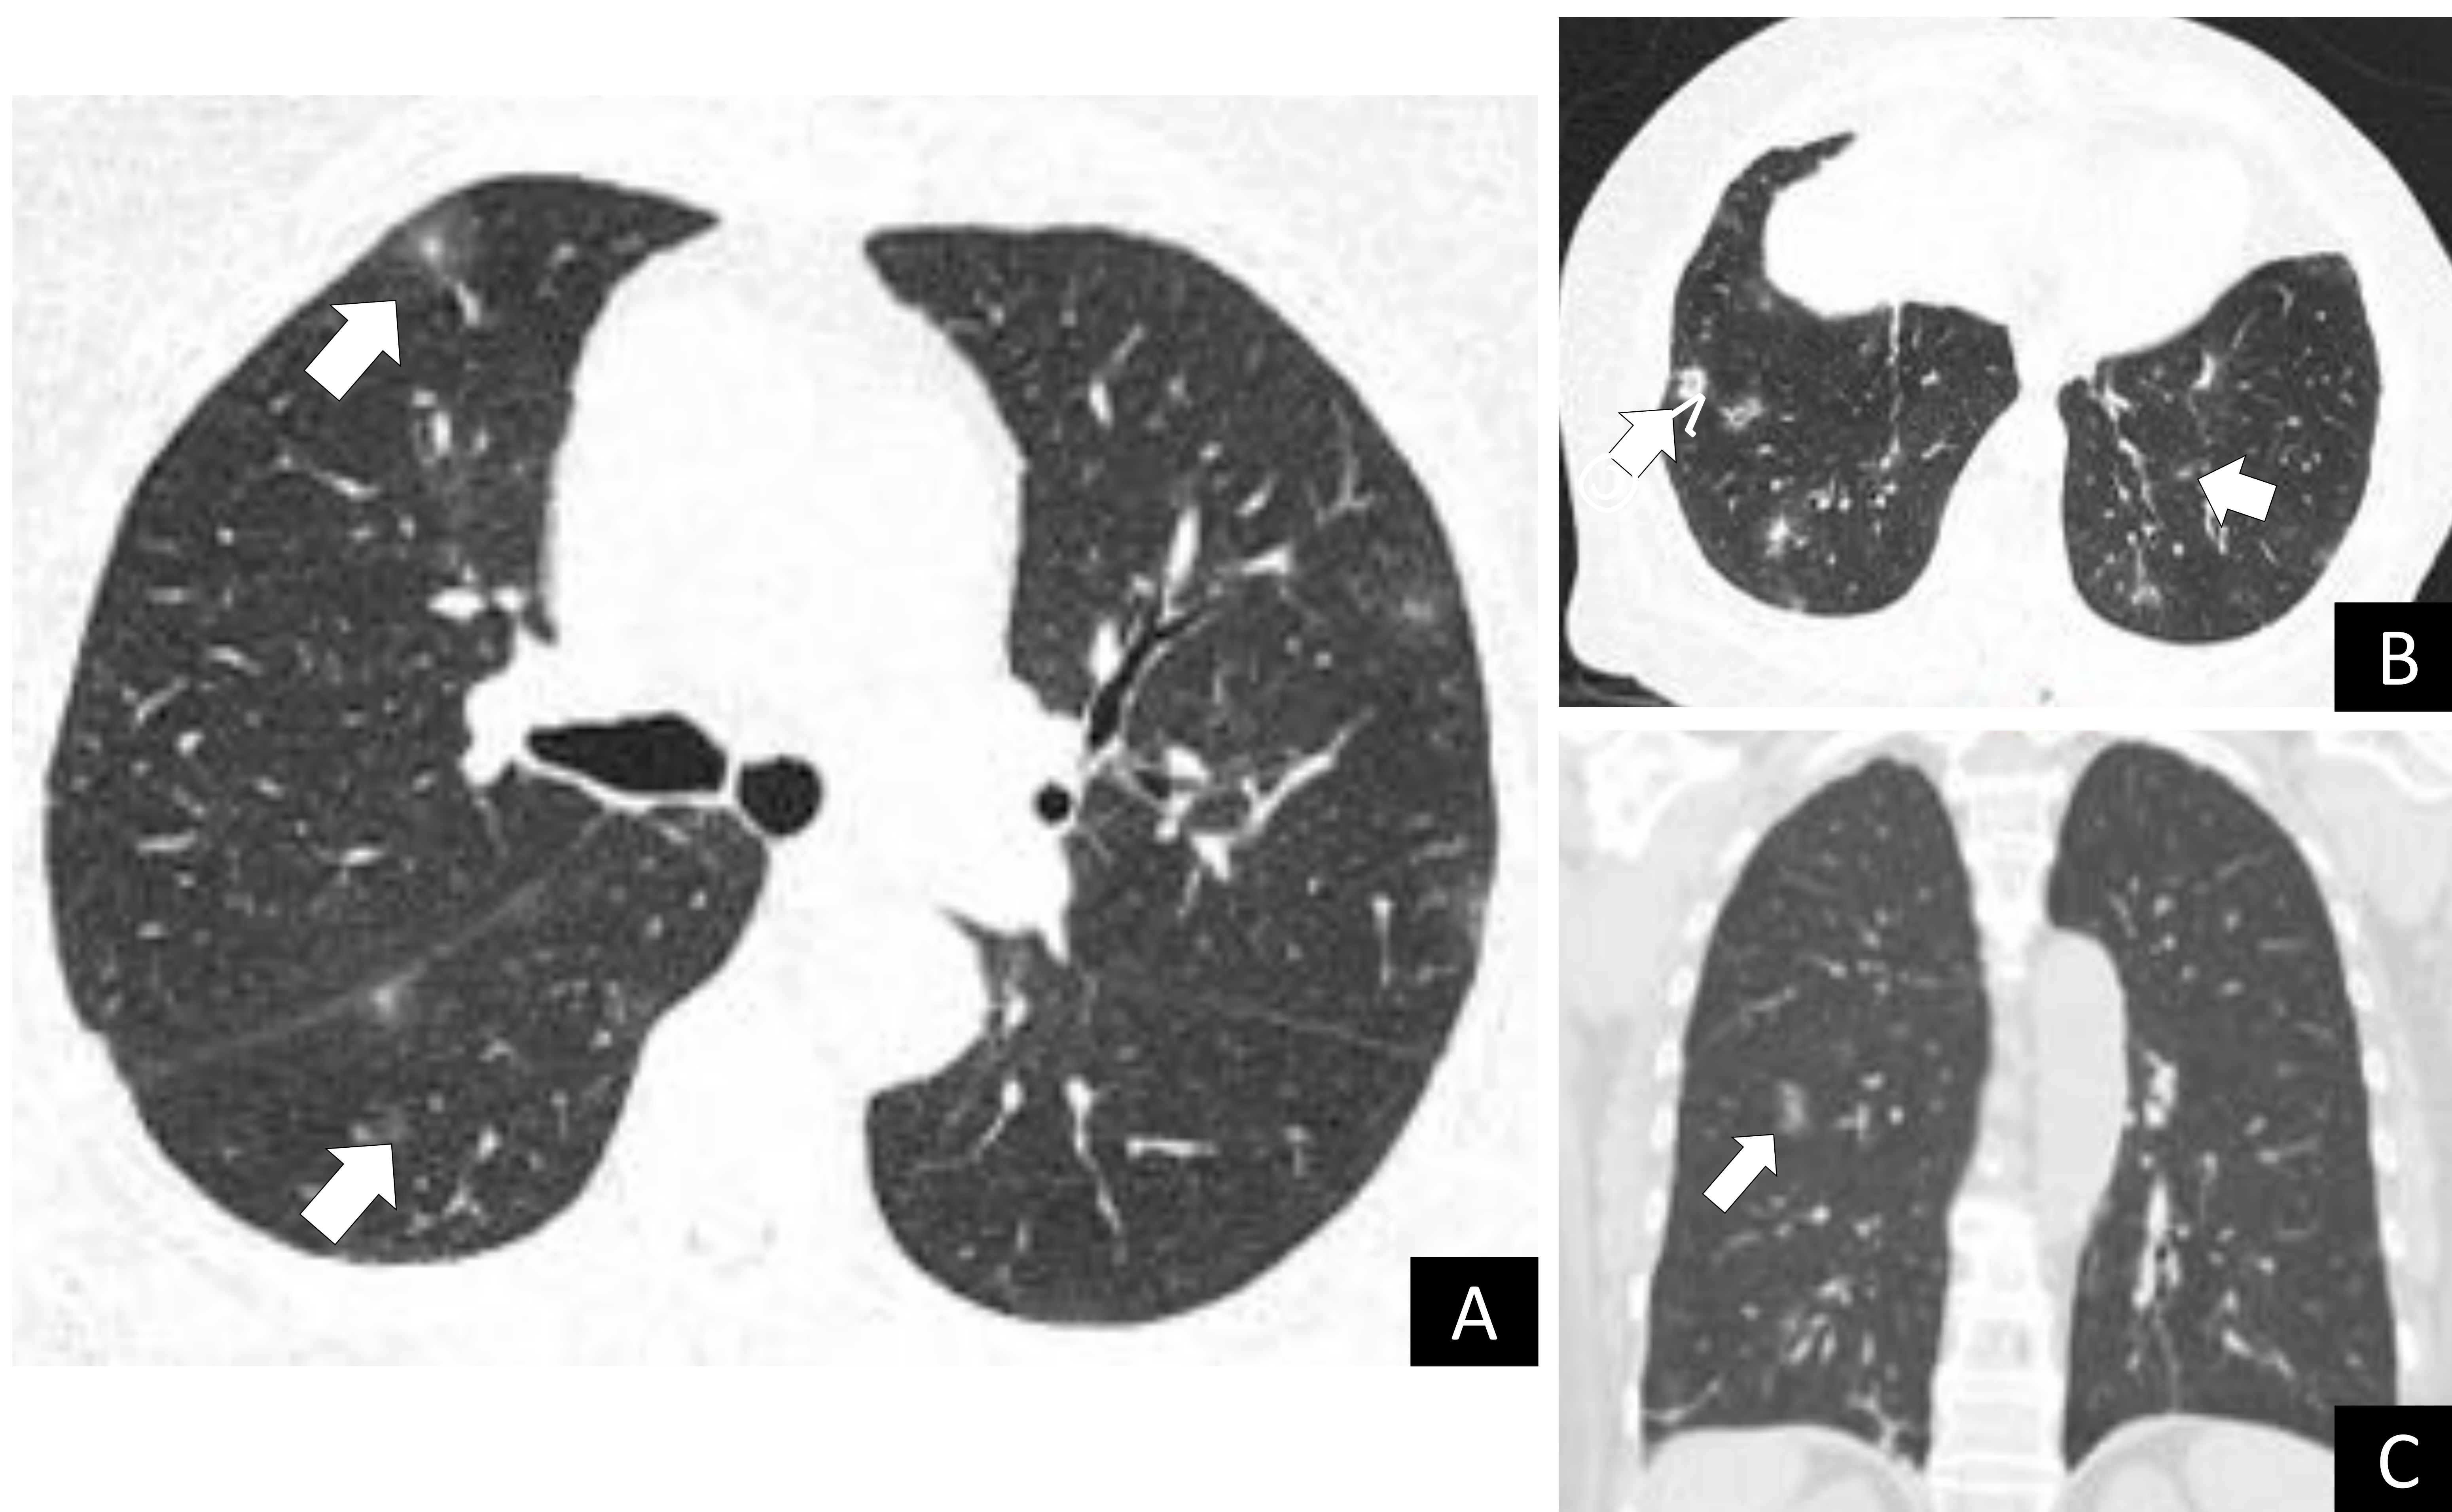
Granulomatosis eosinofílica con poliangeítis en un paciente con antecedentes de asma, rinitis alérgica disnea y hemoptisis. TC de tórax. Cortes axiales y coronales. Ventana de parénquima pulmonar
